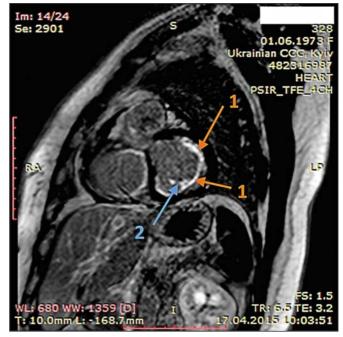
Динамическая томография, боковая проекция с контрастированием эндокарда (1) и тромба ПЖ (2)
